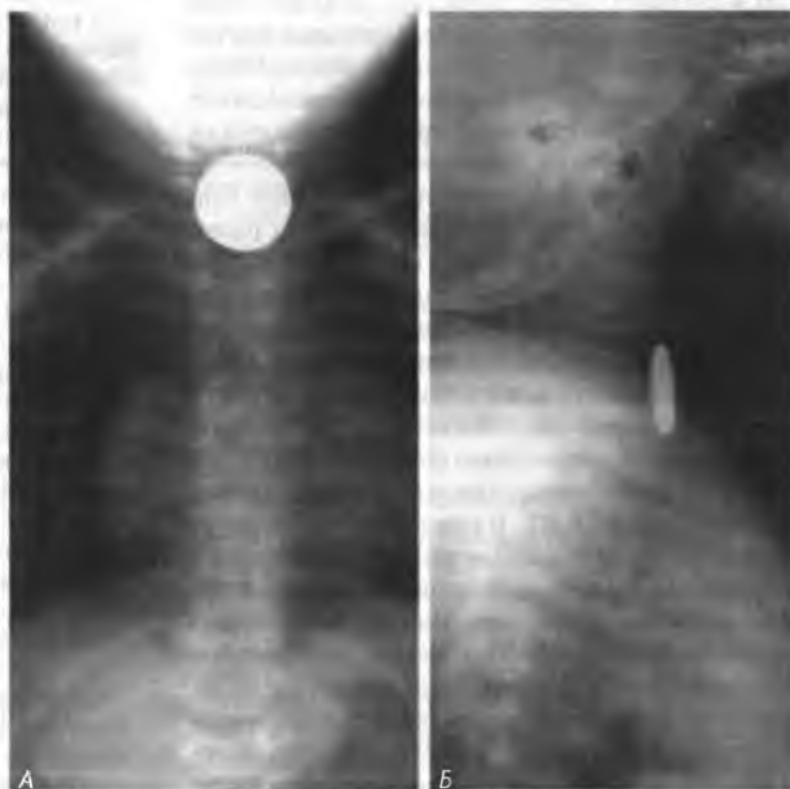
На рентгенограмме монета в пищеводе. Плоская поверхность видна в прямой проекции (А), а грань — в боковой (Б). При инородном теле в трахее справедливо обратное утверждение (Фото любезно предоставлены Beverley Newman, MD.)
